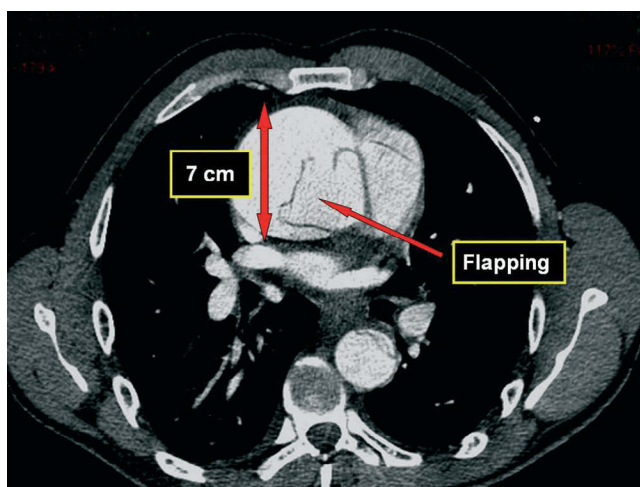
Angio-TC com corte transversal a nível da raiz da aorta. Visualização de *flap* de dissecção e dilatação aneurismática.
